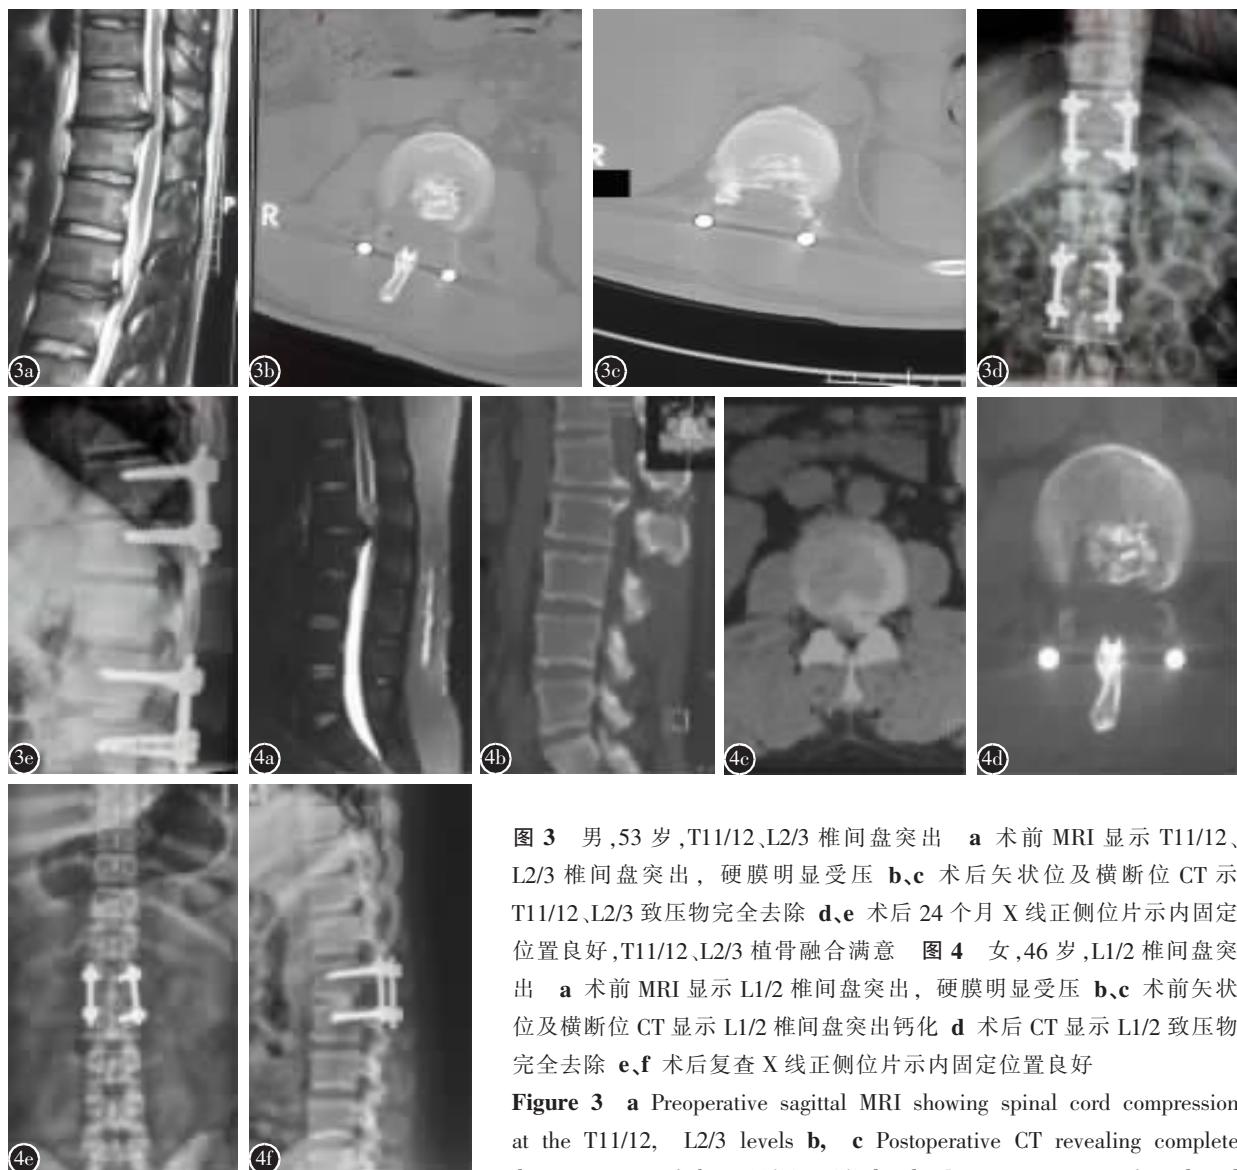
男,53岁,T11/12、L2/3椎间盘突出 a术前MRI显示T11/12、L2/3椎间盘突出,硬膜明显受压 b、c术后矢状位及横断位CT示T11/12、L2/3致压物完全去除 d、e术后24个月X线正侧位片示内固定位置良好,T11/12、L2/3植骨融合满意 图4 女,46岁,L1/2椎间盘突出 a术前MRI显示L1/2椎间盘突出,硬膜明显受压 b、c术前矢状位及横断位CT显示L1/2椎间盘突出钙化 d术后CT显示L1/2致压物完全去除 e、f术后复查X线正侧位片示内固定位置良好
